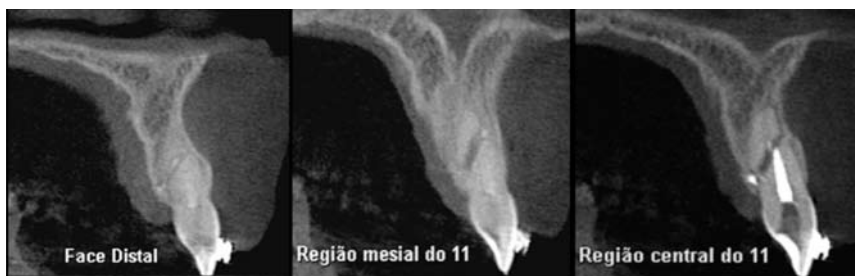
Cortes axiais da tomografia Cone Beam seis meses após, evidenciando o traçado da fratura.
